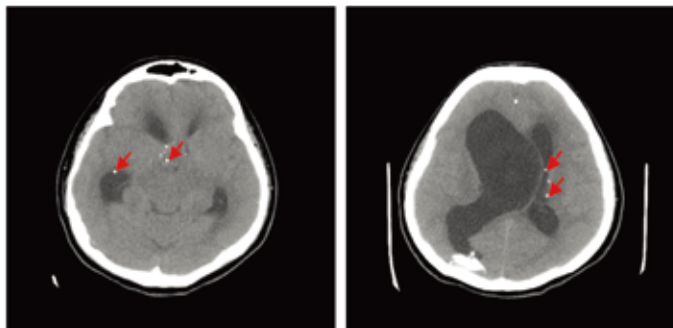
圖一：從腦部 CT 可以看到有許多鈣化點沉積在室管膜下結節，其中包含在胼胝體膝部的鈣化。
